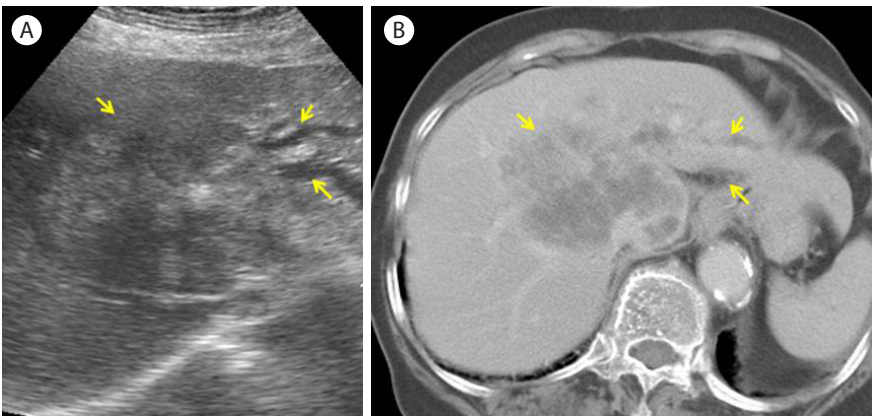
Ultrasonographic findings of intrahepatic cholangiocarcinoma. (A) Yellow arrows indicates mixed echogenic mass with bile duct dilatation, (B) low density mass is showed with lobulated contour and peripheral enhancement with bile duct dilatation.
